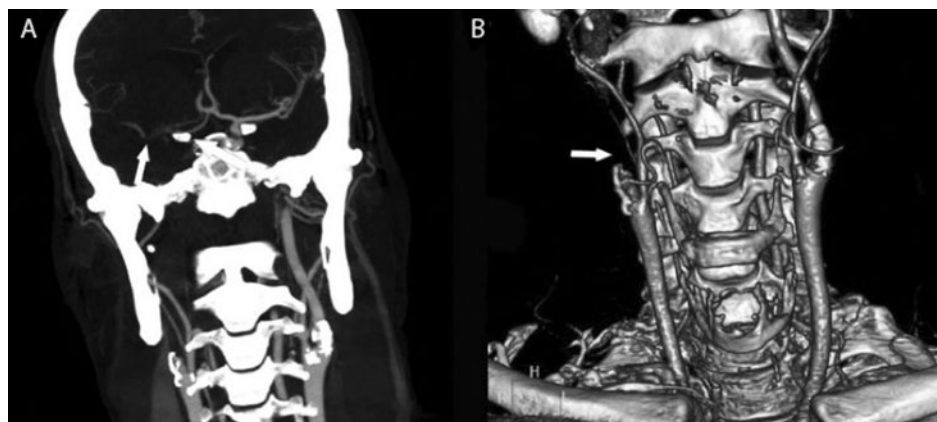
Oclusión en tándem. Angio-TC que muestra A) oclusión intracraneana de la ACM derecha y B) oclusión extracraneana de la ACI proximal del mismo lado (flecha).
